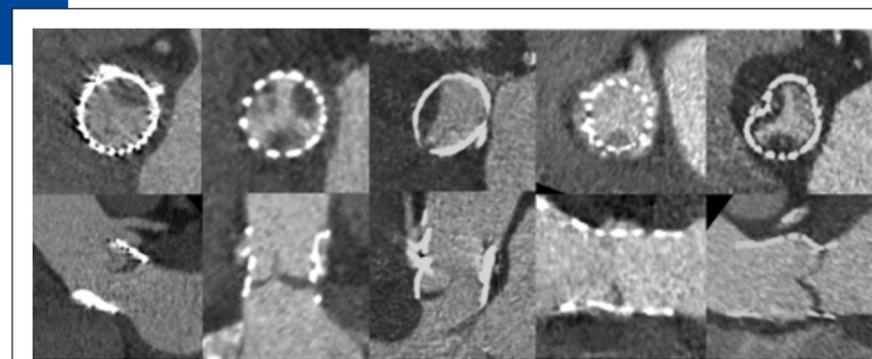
Kontrastmittelverstärkte Post-TAVI-CT von frühen Thrombosen auf verschiedenen TAVI-Prothesen sowie auf einer chirurgischen Aortenklappenprothese (ganz rechts oben/unten).
